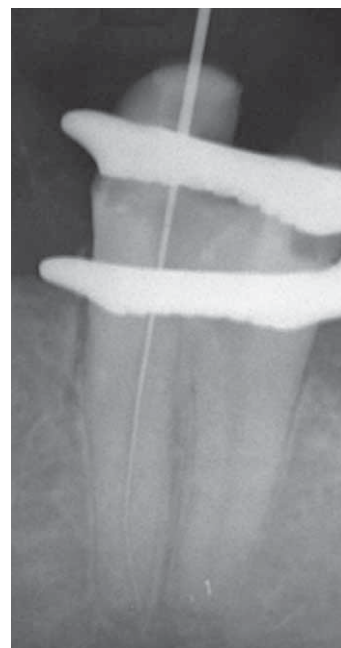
1987/07 - 37 Determinazione radiografica della lunghezza di lavoro nel canale ML: si osserva un frammento di amalgama in corrispondenza dell'apice radiografico del canale distale.
